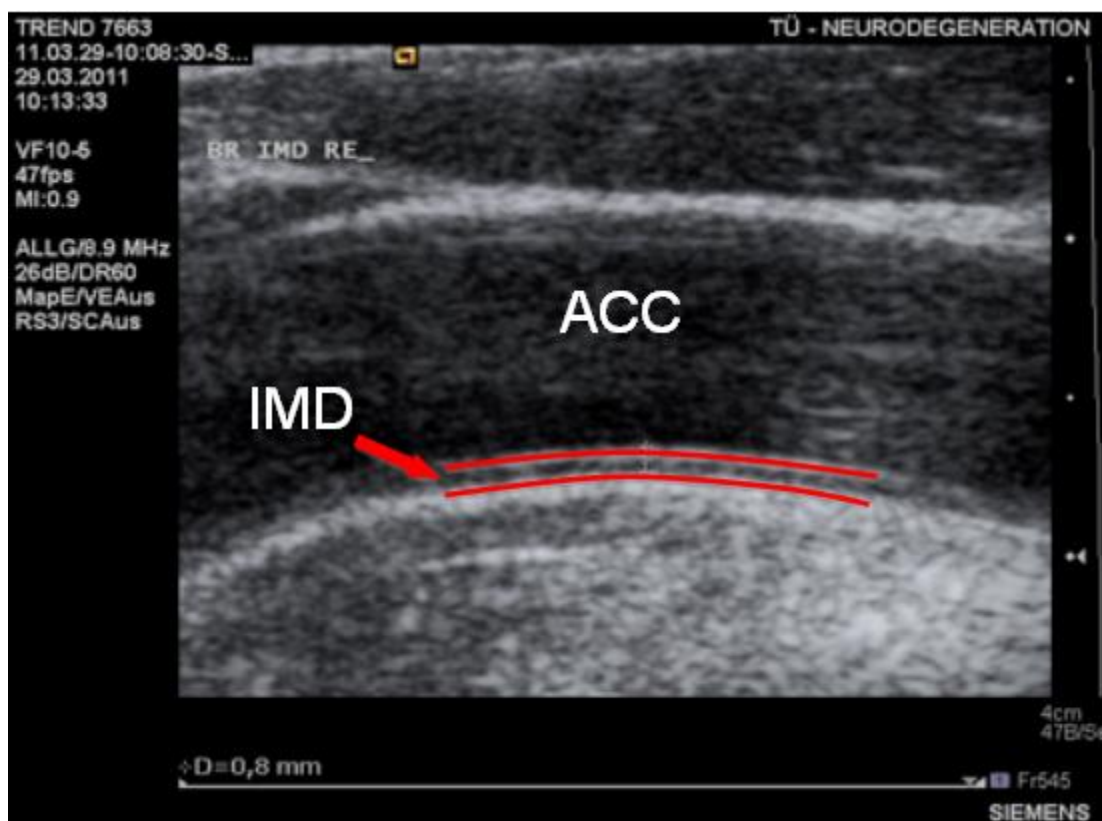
Messung der Intima-Media-Dicke (IMD) in der Carotis-Sonografie. ACC: Arteria carotis communis; Abstand zwischen den roten Linien = Intima-Media-Dicke (Pfeil). Quelle: Eigenes Bildmaterial aus der TREND-Studie.
